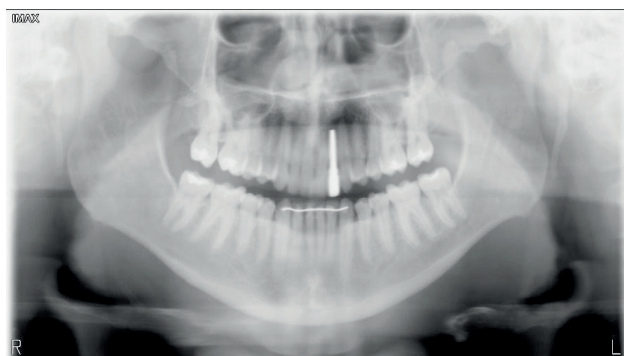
Radiografía panorámica a 12 meses de evolución.
